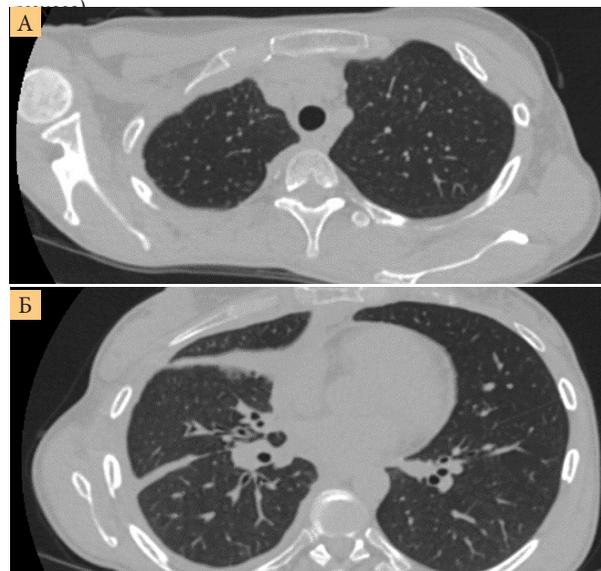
КТ после трех курсов иммунотерапии: частичный регресс опухоли (А (аксиальный срез верхнего средостения) – восстановление пневматизации легкого, Б (аксиальный срез нижнего средостения) – регресс опухолевого поражения)
